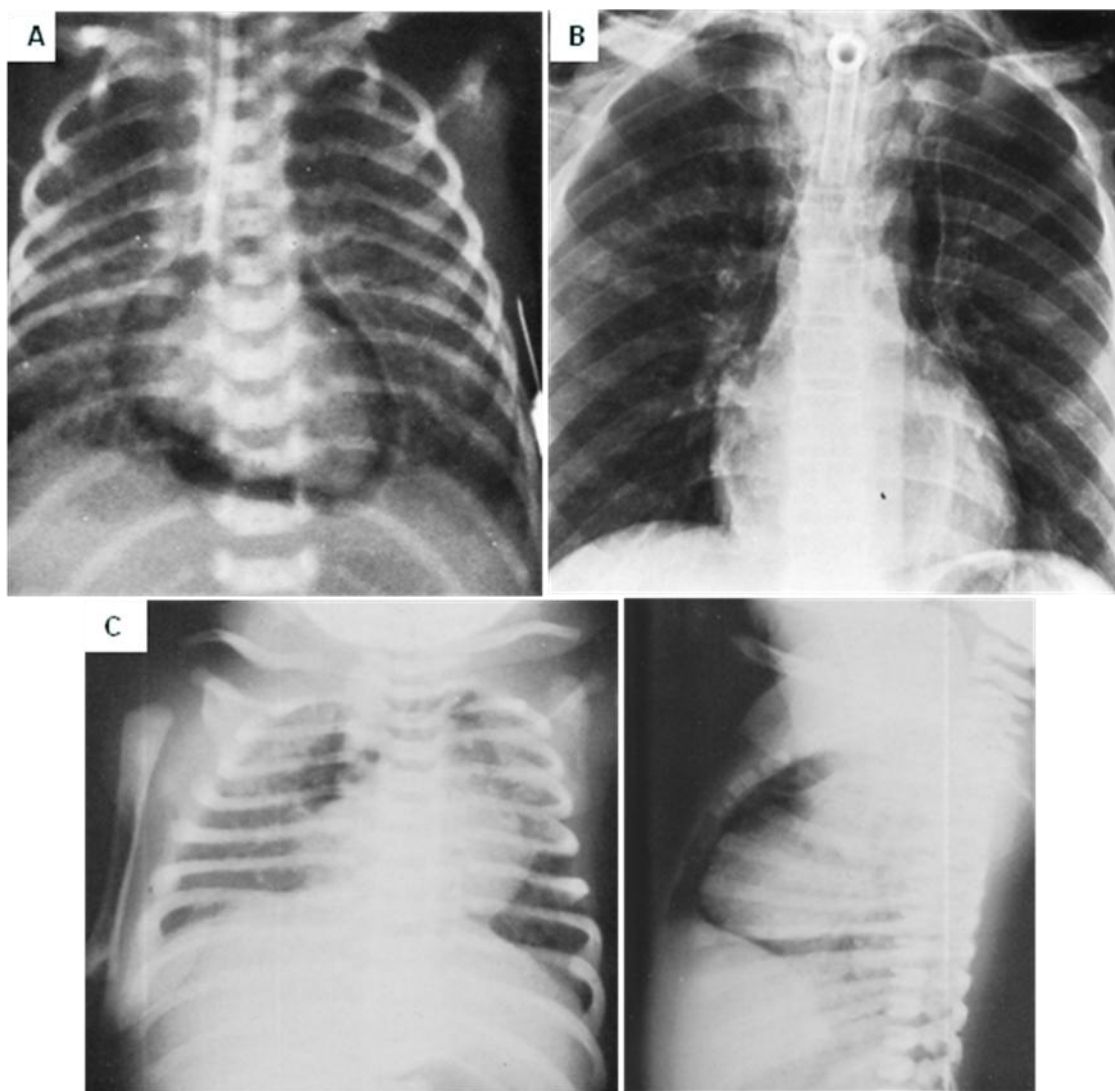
84. A. Radiografía frontal de tórax de un neonato con neumopericardio, hay un tubo endotraqueal con la punta dentro del bronquio principal derecho. B. Radiografía frontal de tórax, paciente con neumomediastino por ruptura de la tráquea, el gas se extiende por arriba del nivel de los grandes vasos sin delimitar el corazón. C. Radiografía frontal y lateral, paciente recién nacido con síndrome de aspiración de meconio en resolución complicada con neumomediastino, la vista lateral delimita un halo que se extiende más arriba del nivel de los grandes vasos.
